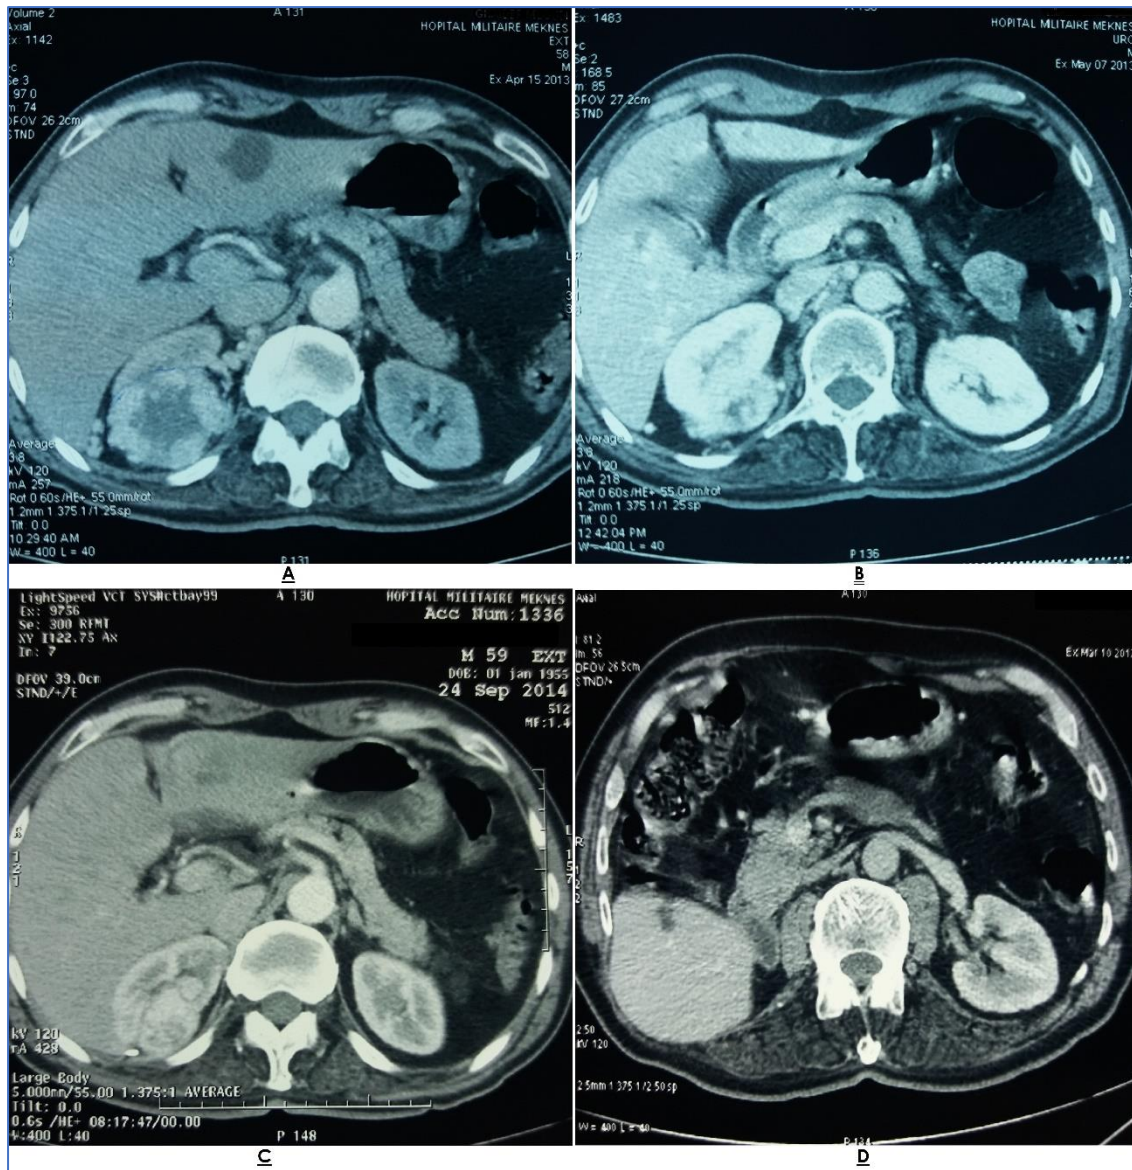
TDM abdominale montrant une masse rénale du pole supérieur droit mesurant 82*59mm (A) ; Contrôle scanographique après 03 mois de la NP polaire supérieure droite objectivant une collection hétérogène rétropéritonéale de 45mm sans signes de reliquat tumoral résiduel (B) ; Néoformation du pole supérieur du rein droit estimée à 30mm après un an de la NP (C) ; Absence de récurrence locorégionale après 30 mois de la NTE (D).
